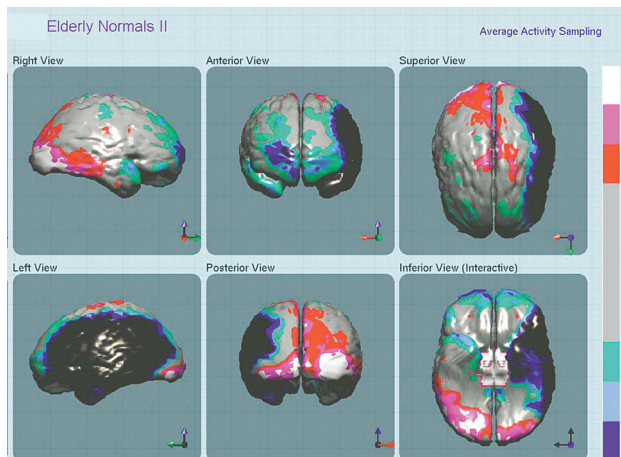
Hallazgos de NeuroSPECT en oclusión masiva de Arteria Cerebral Media Izquierda. Se observa extensa área de hipoperfusión color negro (> 8 desv. Standard bajo promedio normal), análisis cuantitativo demuestra en color negro áreas con perfusión bajo 10 Desv. St. Este paciente evolucionó a un infarto maligno y muerte posteriormente.
